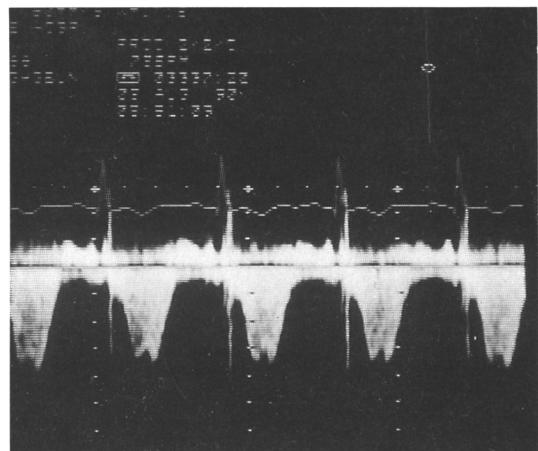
Continuous wave doppler recording across mid-ventricle : peak velocity of 4 m/sec corresponding to pressure gradient of 64 mmHg.
